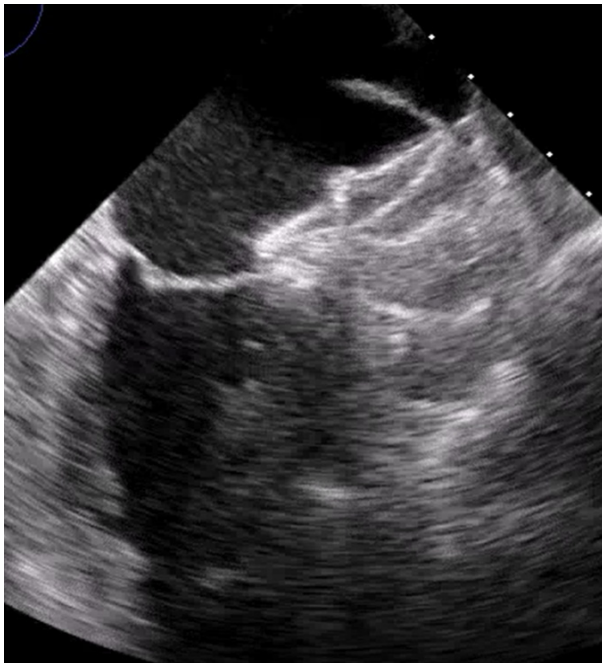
Transösophageales Echokardiographiebild mit Nachweis einer vollständigen Occlusion des linken Vorhofeingangs durch die Occluderscheibe
